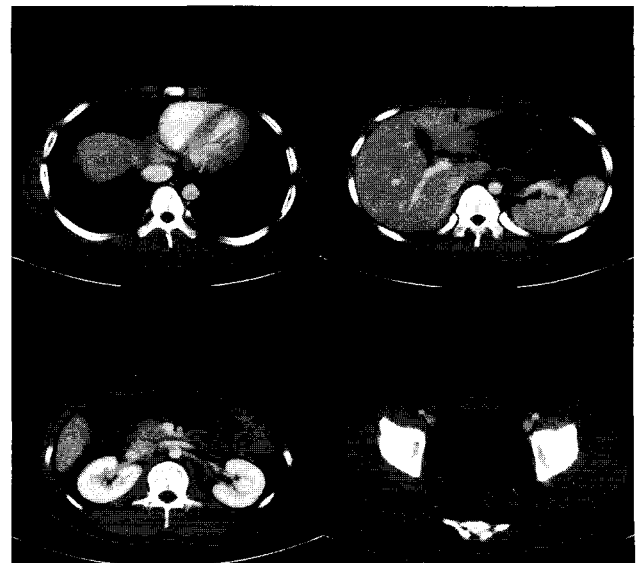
Images of abdominal pelvic CT by the method
